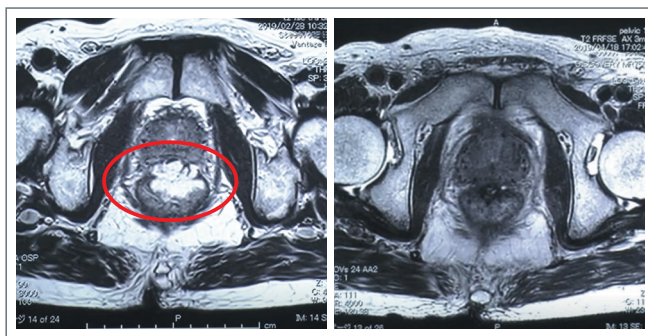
症例2におけるMRI画像(左:治療直後、右:治療3ヵ月後)
